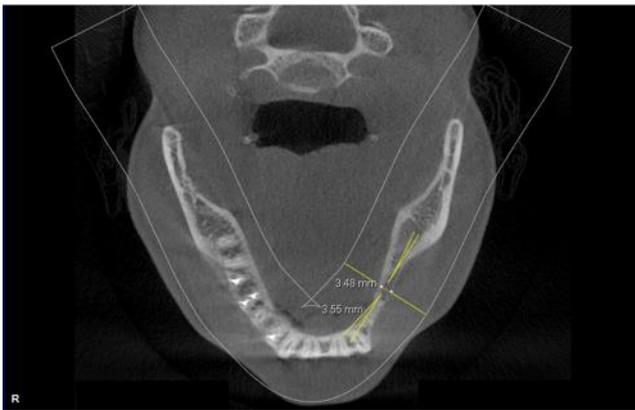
Pre-operative axial view from CT
